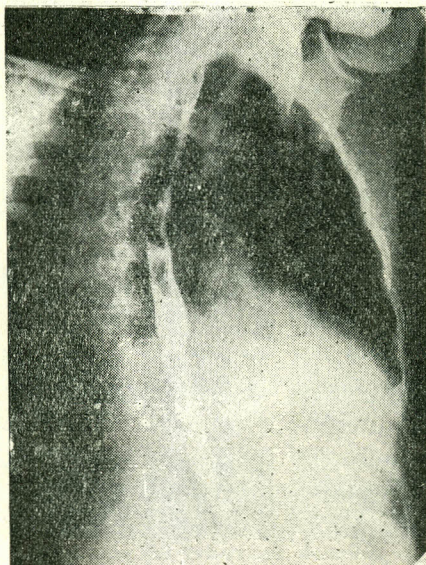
B - La radiografía de tórax en posición oblicua anterior derecha, muestra que la columna de bario por el esófago no está desplazada por la aurícula izquierda, o sea que está normal.
